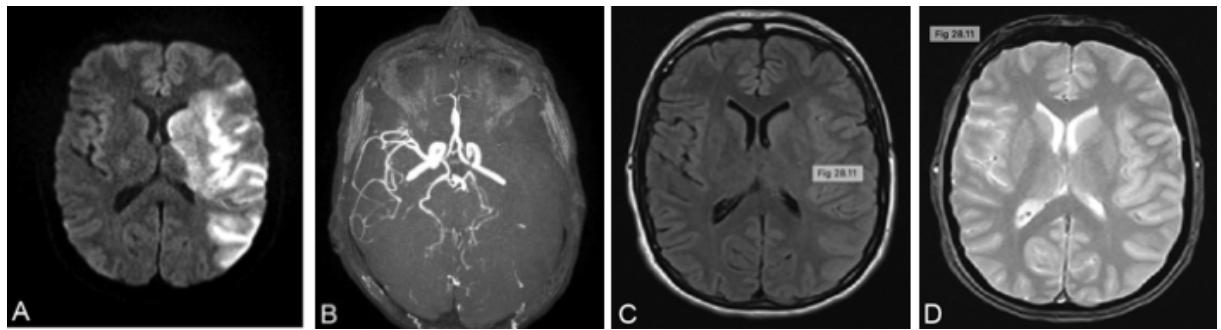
séquences IRM visualisant l'infarctus cérébral (1)
